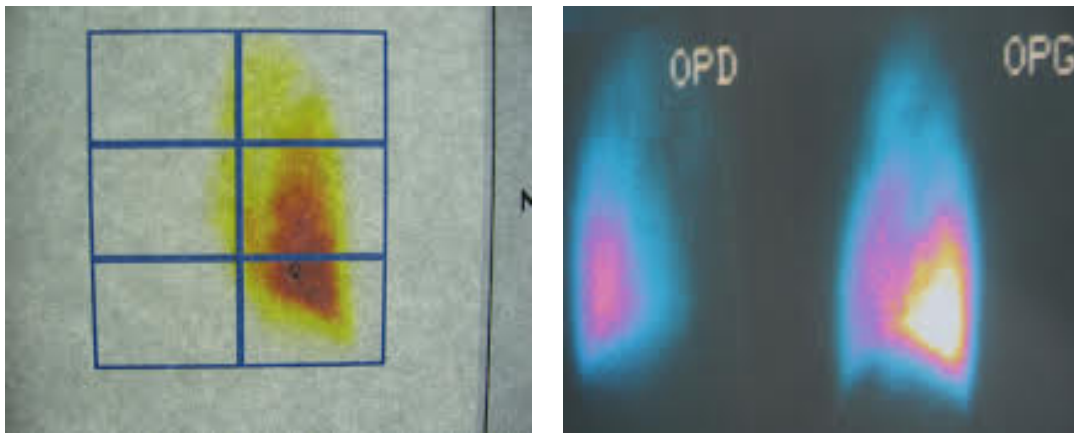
scintigraphie pulmonaire montrant absence de fixation du PDC sur un poumon détruit post tuberculeux
